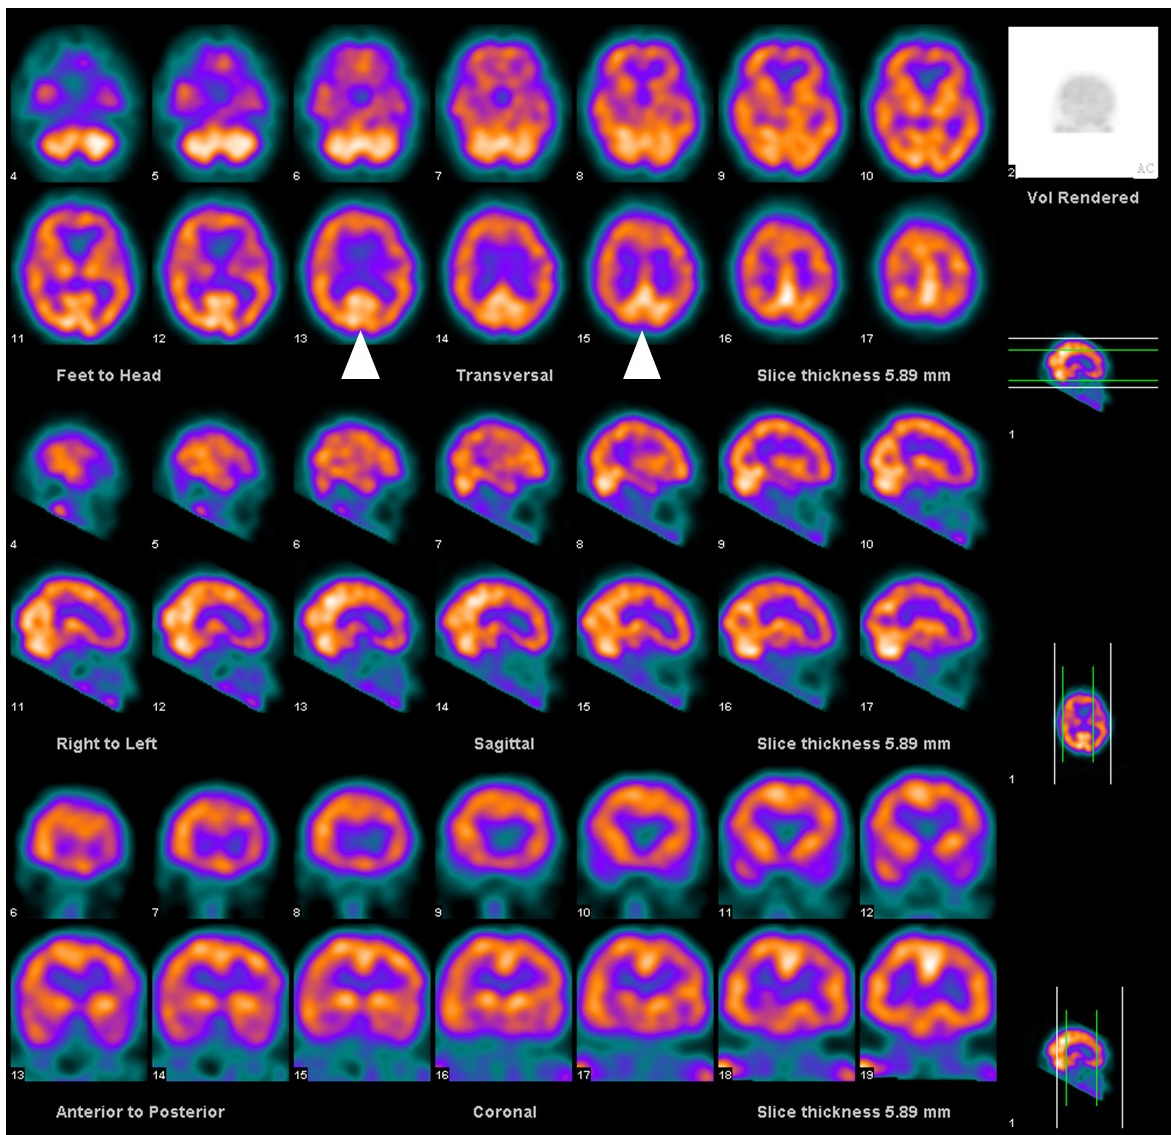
Перфузионная ОФЭКТ головного мозга, аксиальные, фронтальные и корональные срезы. Мужчина, 57 лет, балл по MMSE 29. Белыми стрелками указана физиологическая гиперфиксация РФП в проекции затылочных долей.
